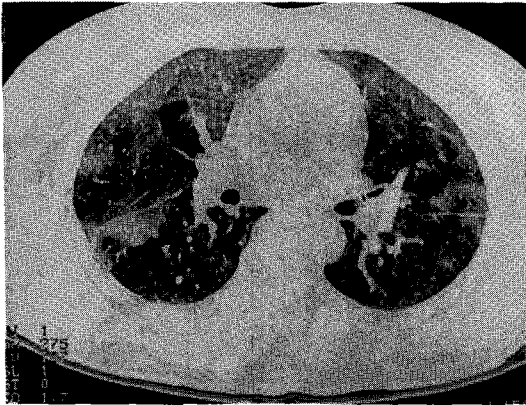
HRCT shows multifocal ground glass opacities in both lung fields.
